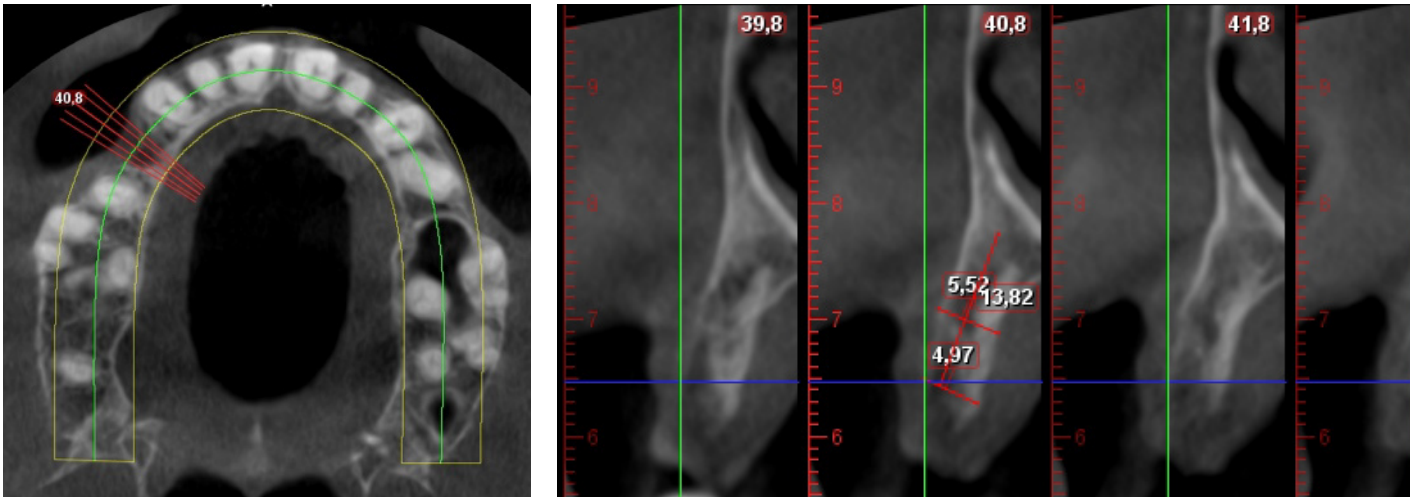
Coupes axiales et coupes transversales issues du CBCT passant par le site de 14 cicatrisé (9 mois après avulsion)
